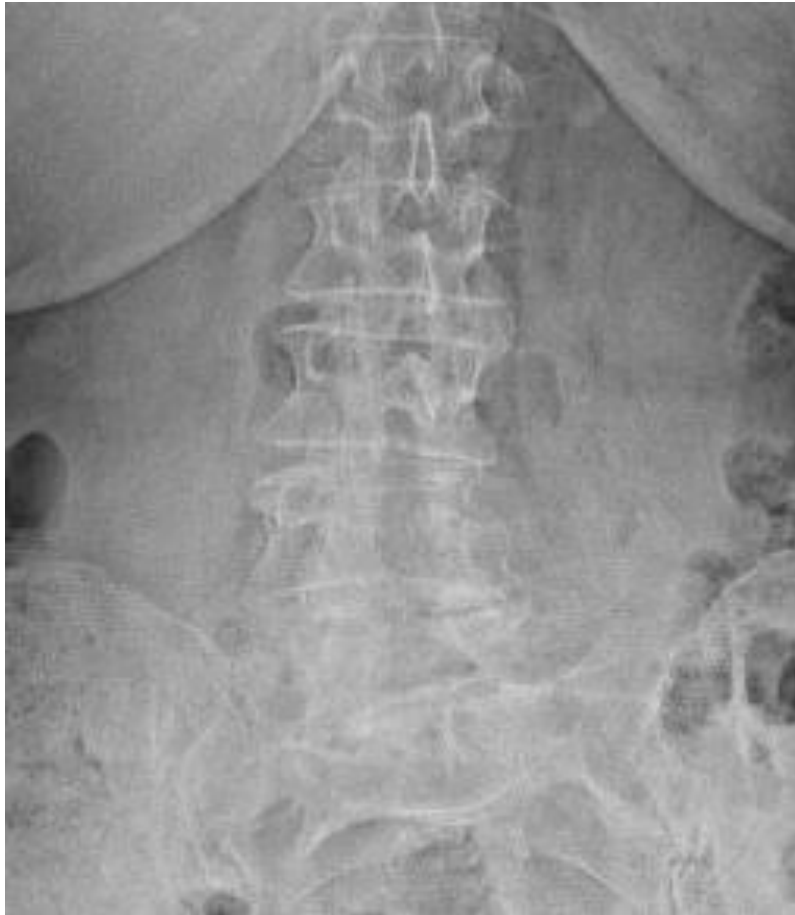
Radiographie de face d'un patient avec une libération simple L4L5.
